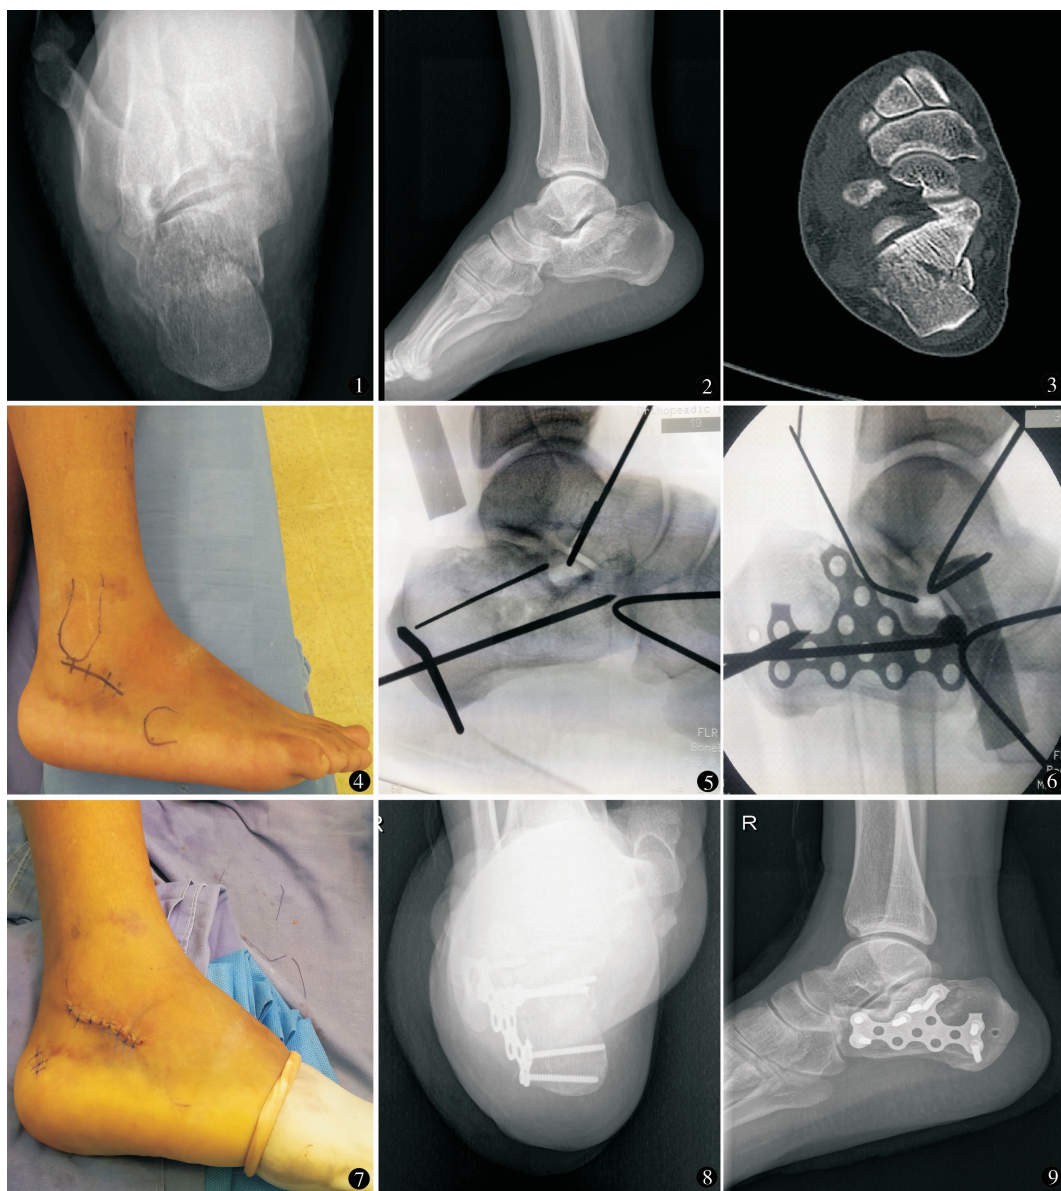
2、3 术前侧轴位 X 线及冠状面 CT 示 Sanders III_{AB} 型骨折 图 4 术前切口设计 图 5 术中复位
